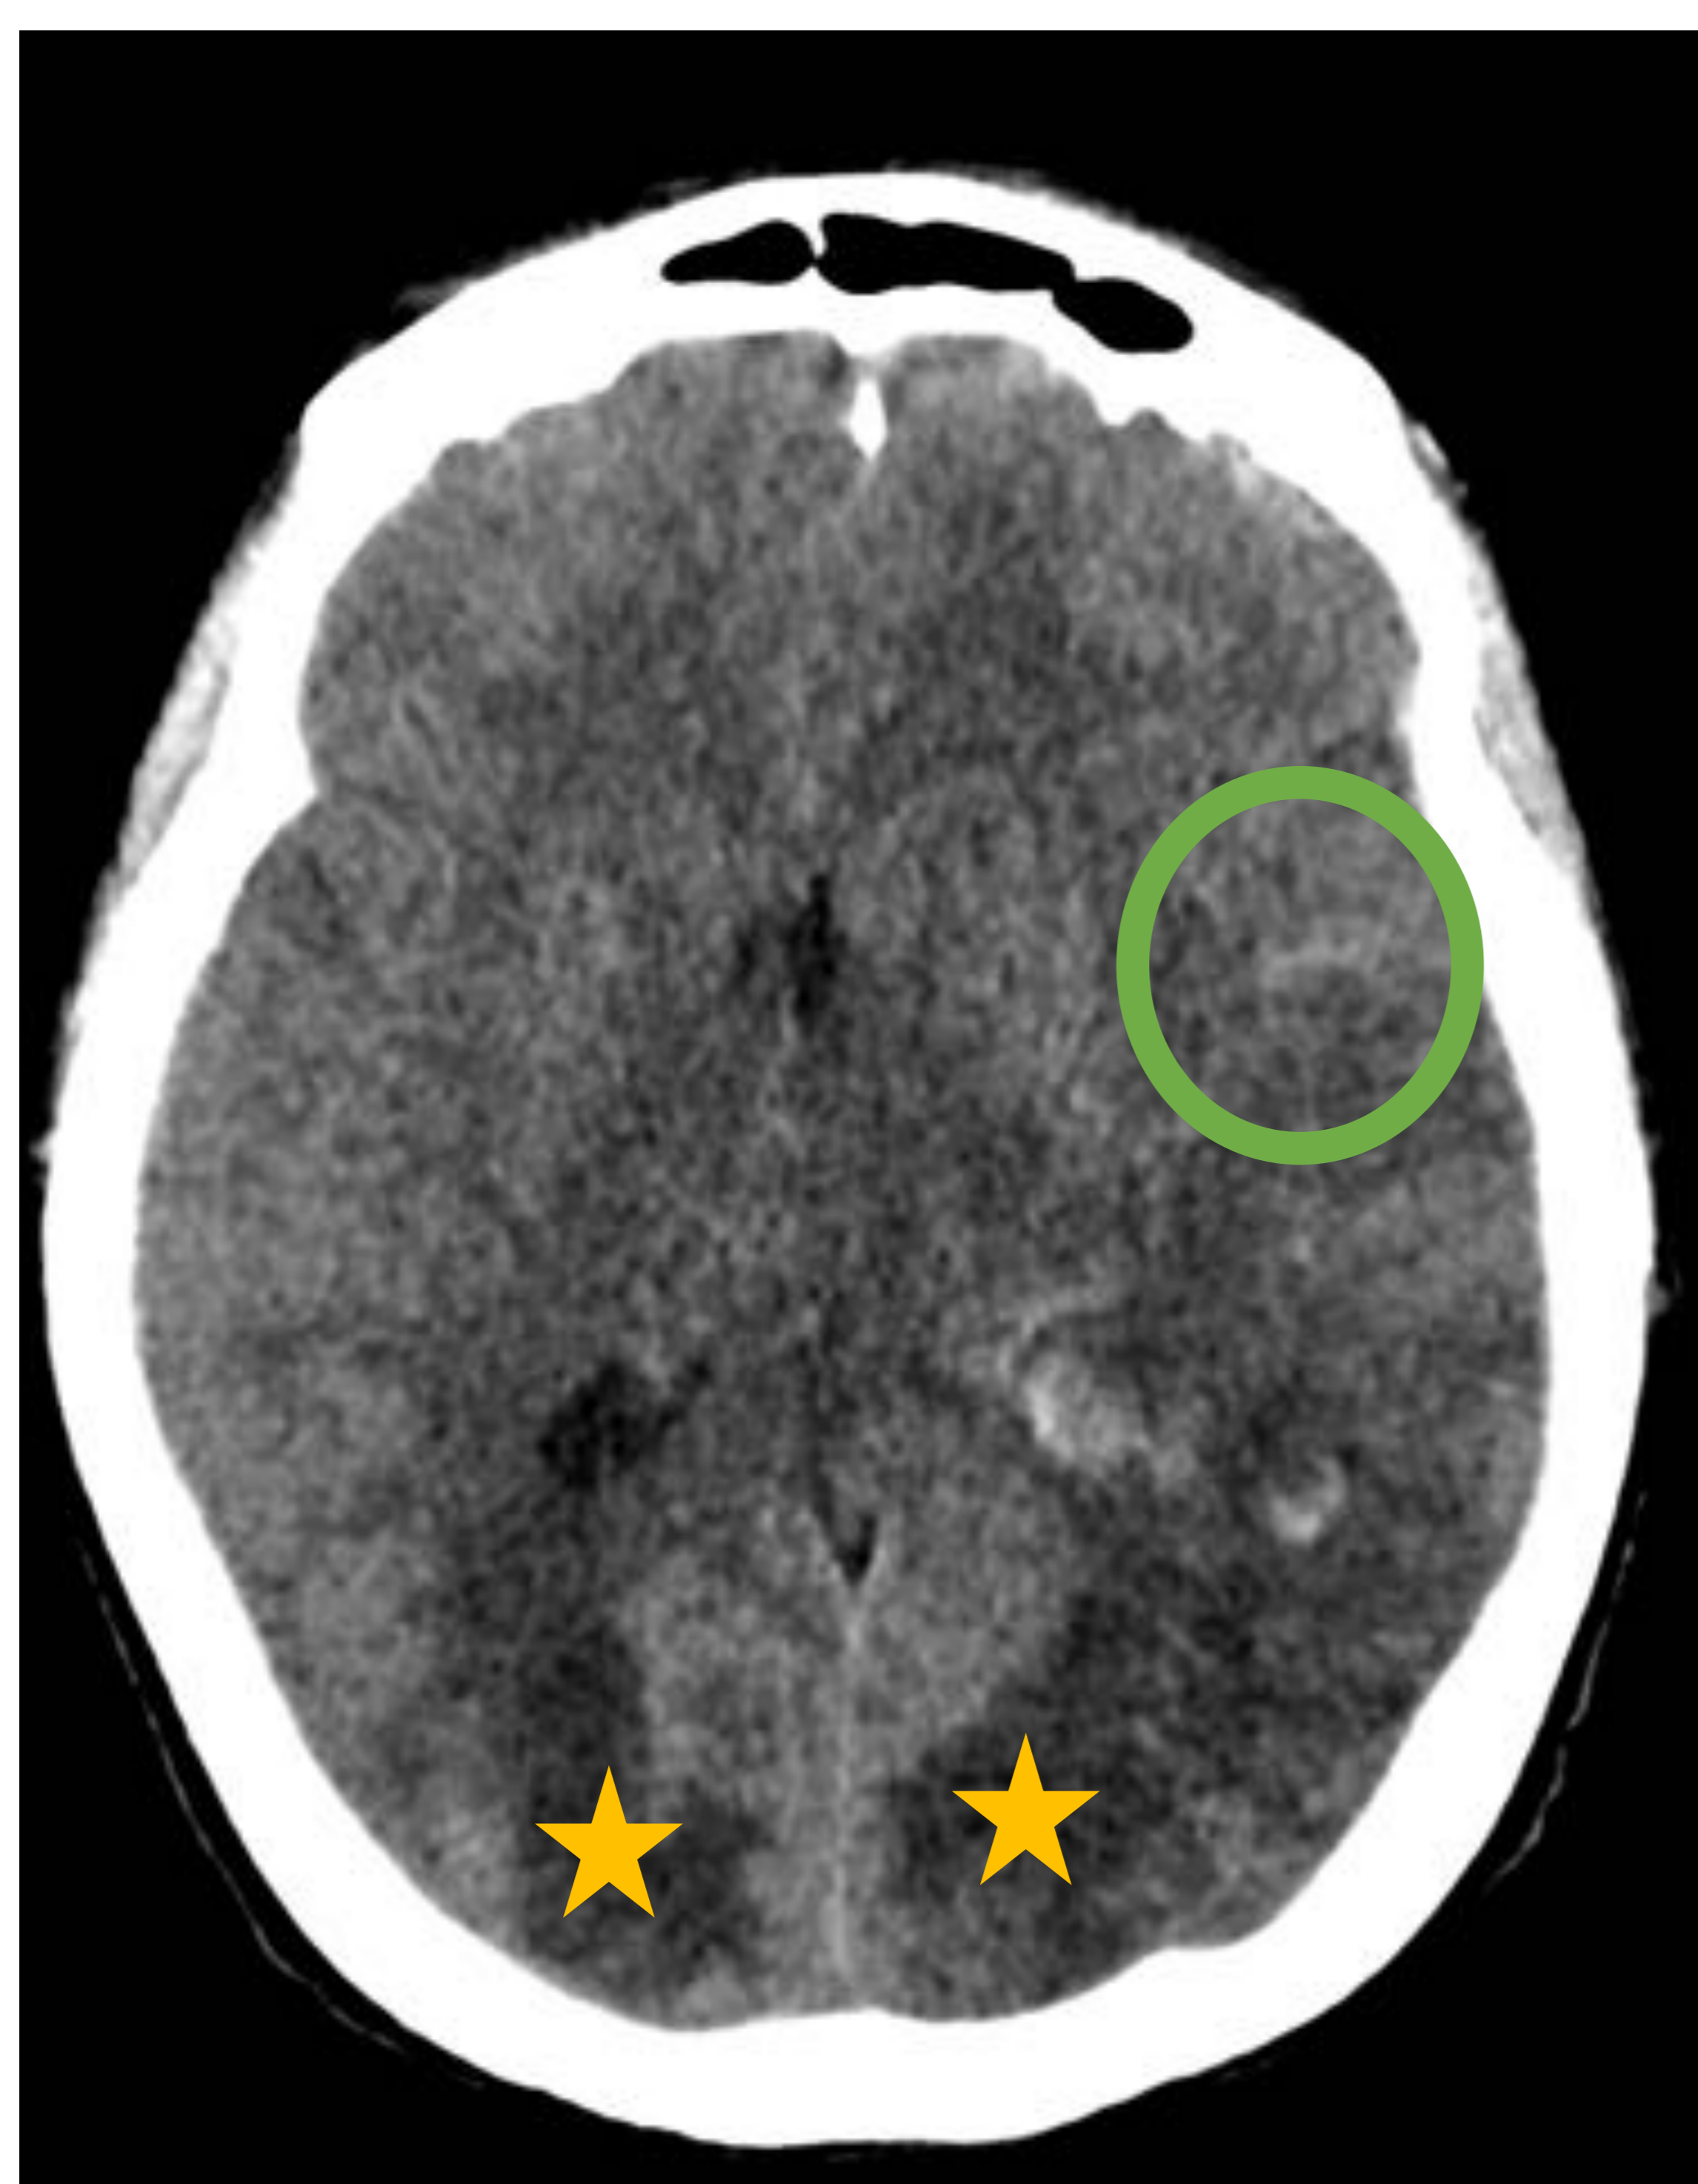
TC craneal sin CIV en paciente con alteración del nivel de conciencia. Se identifican áreas hipodensas de morfología digitiforme fundamentalmente subcorticales en región parieto-occipital bilateral y mesencéfalo, en relación con edema vasogénico (estrellas amarillas). Se observan además focos de HSA en surcos corticales temporales izquierdos (círculo verde), así como hematoma parenquimatoso temporo-occipital izquierdo (estrella azul) junto con hematomas de menor tamaño adyacentes (flecha roja).
